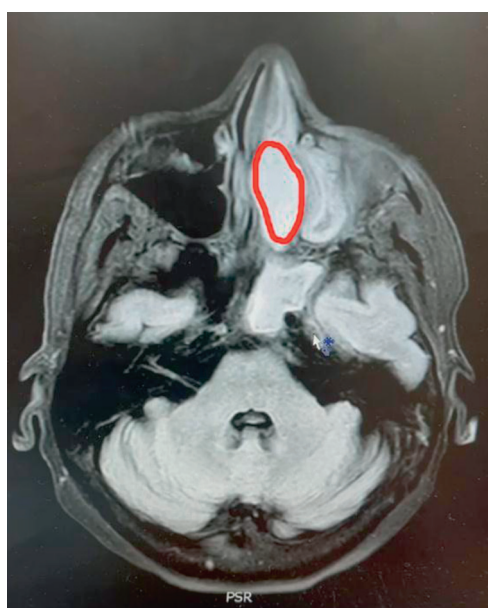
МРТ-картина гемангиомы левой половины носа и околоносовых пазух в аксиальной проекции (с контрастированием). Визуализируется участок накопления контраста в левой носовой полости (красным цветом отмечены границы новообразования)
